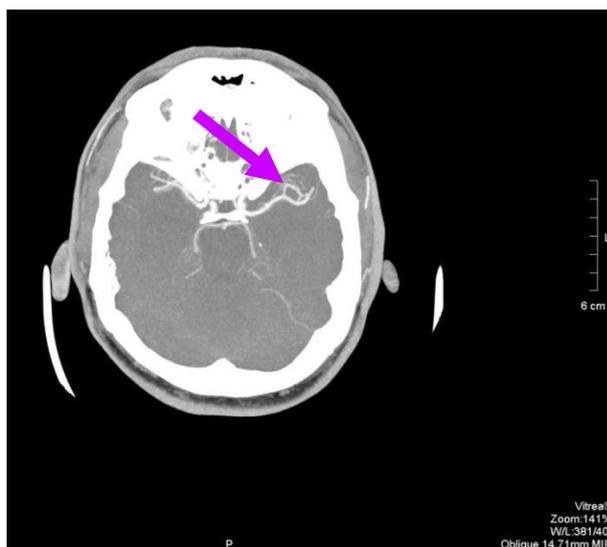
КТ-ангиография головного мозга, аксиальная плоскость, MIP-реконструкция. Создается впечатление о локальном сужении одной из ветвей М1-сегмента левой СМА.
